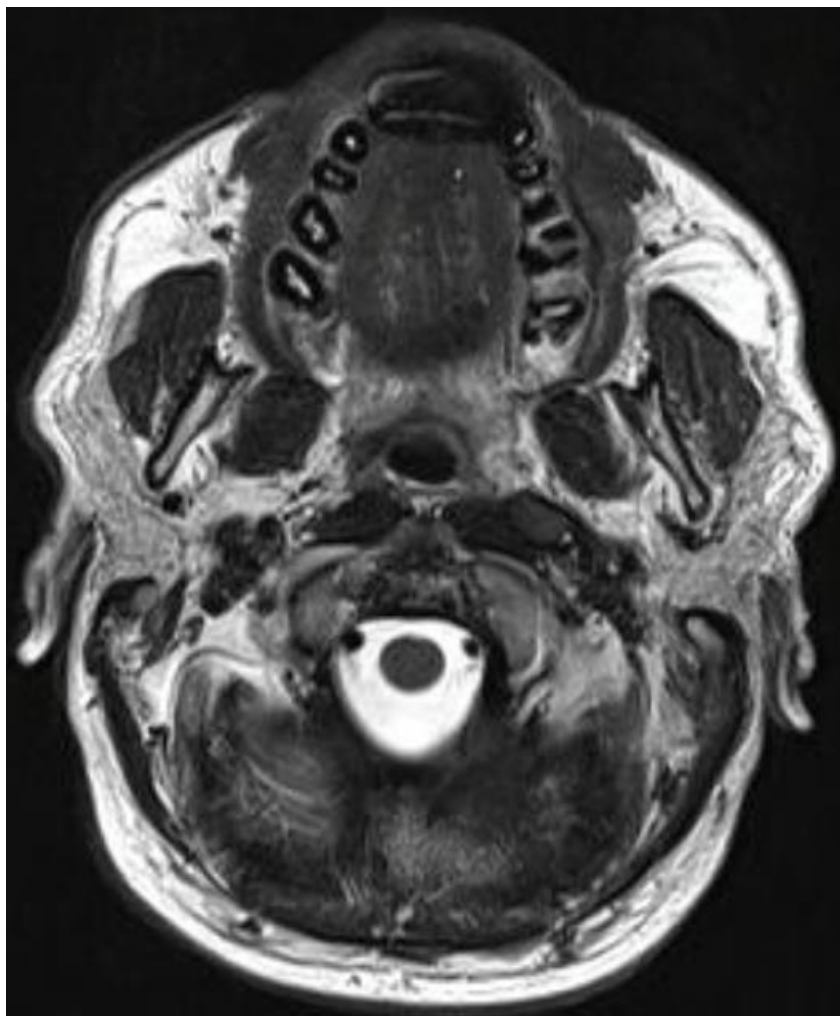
Контрольное МРТ мягких тканей шеи
